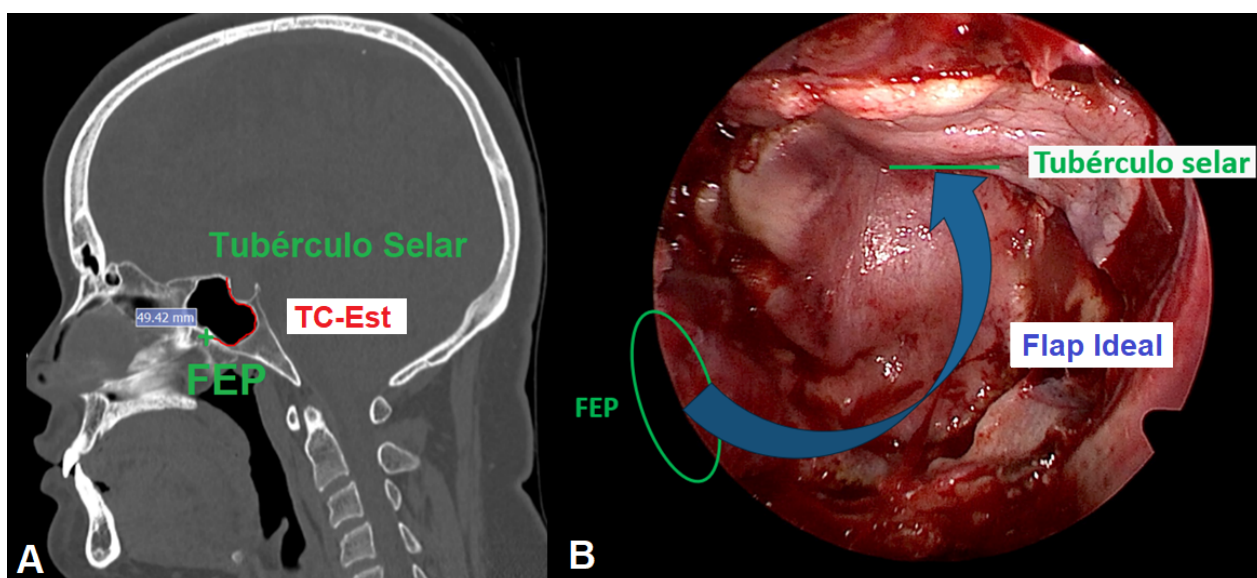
Representação das duas variáveis comparadas: TC-Est (A) e Flap Ideal (B). Ambas representam medidas do Forame Esfenopalatino (FEP) até o Tubérculo Selar.
